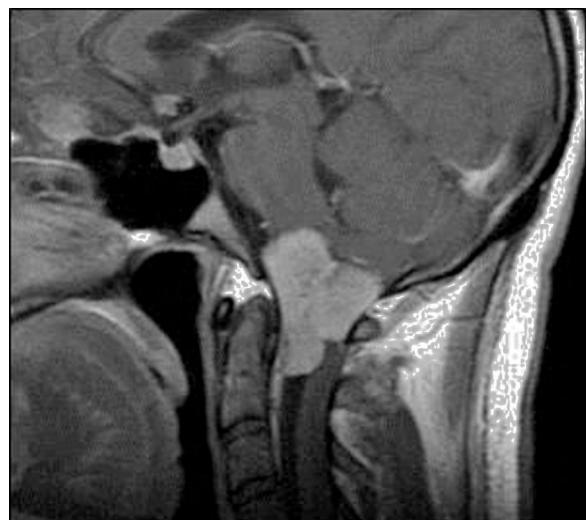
RM sagital T1 con gadolinio: meningioma de la charnela cráneo-raquídea con realce dural.
